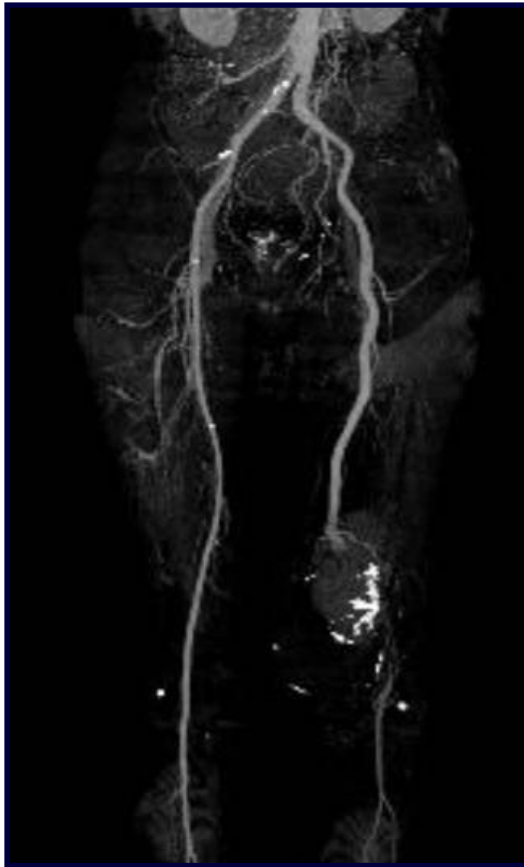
Angiotomografía: Sección de arteria femoral superficial en su 1/3 distal
